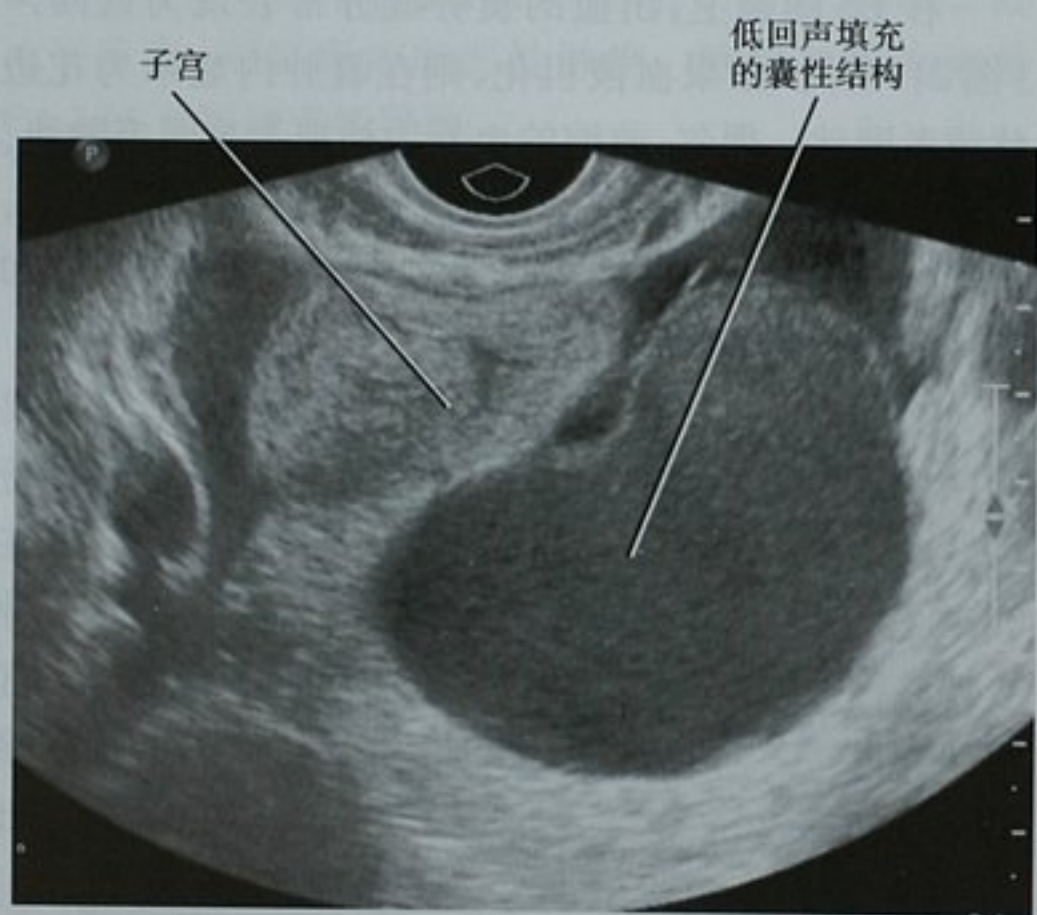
盆腔的阴道超声图像显示左侧附件区的一个7cm的低回声囊性结构,彩色多普勒没有发现血流(未附图)。疼痛始终不缓解。手术切除证实为一子宫腺肌瘤
